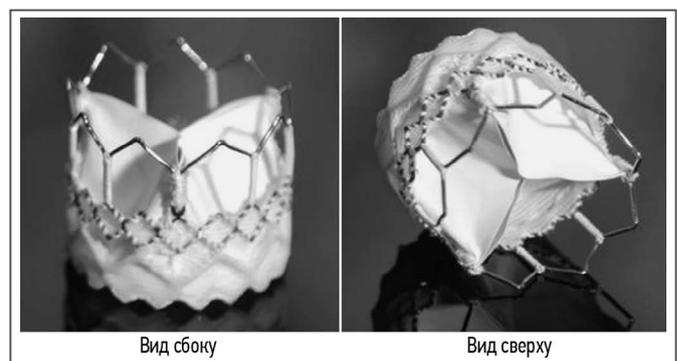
Протез клапана сердца «МедЛаб-КТ».
